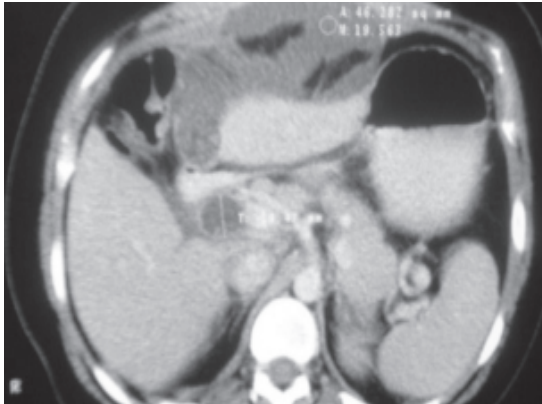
TAC que muestra el quiste
